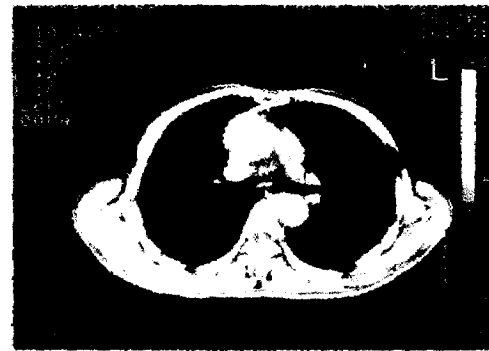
Chest CT; Shows markedly dilated ascending aorta.
